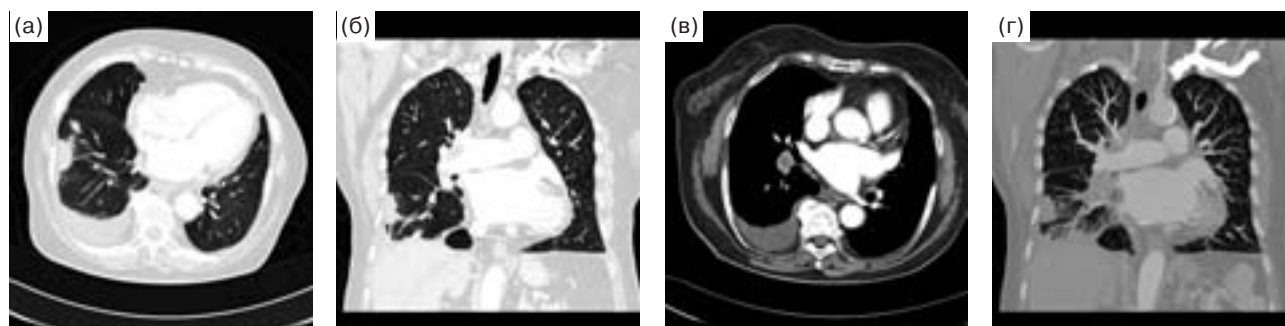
Тромбоэмболия легочной артерии. МСКТ-ангиография. а – аксиальный срез, б – фронтальная реформация, типичная картина субплеврального инфаркта правого легкого, в – аксиальный срез, КТ-ангиография, нижняя ветвь правой легочной артерии полностью закупорена тромбом, г – проекции максимальной интенсивности (МИП), фронтальная плоскость, хорошо видны взаимоотношения инфаркта легкого и тромбированной ветви правой легочной артерии.
